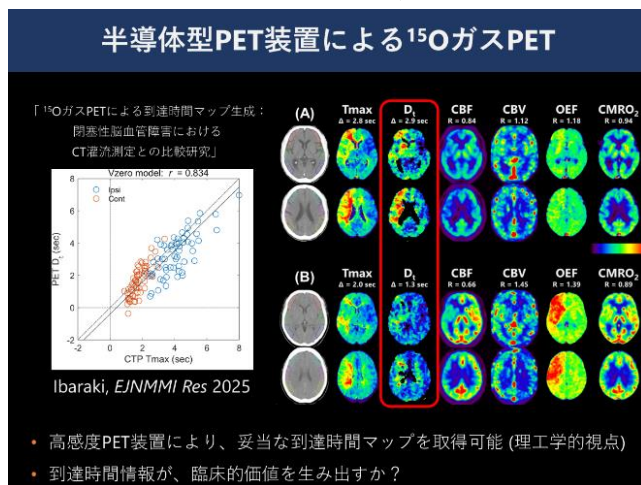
¹⁵O ガス PET による到達時間マッピング
